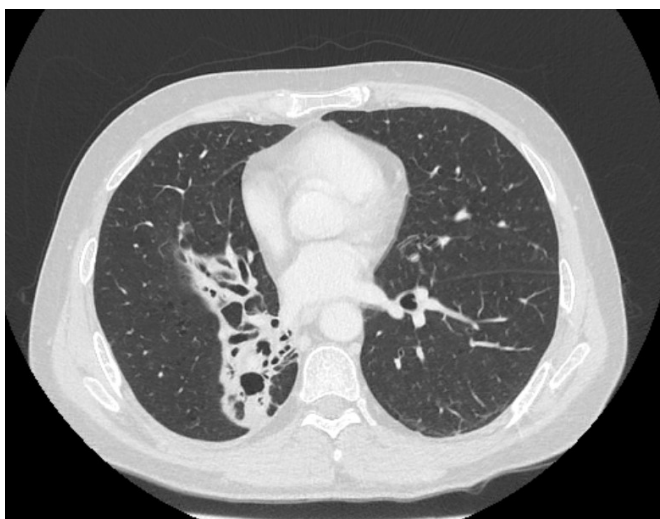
Reavaliação imagiológica por TC de tórax, ao quarto mês de antibioterapia, onde se observa redução significativa da dimensão das cavitações pulmonares.
